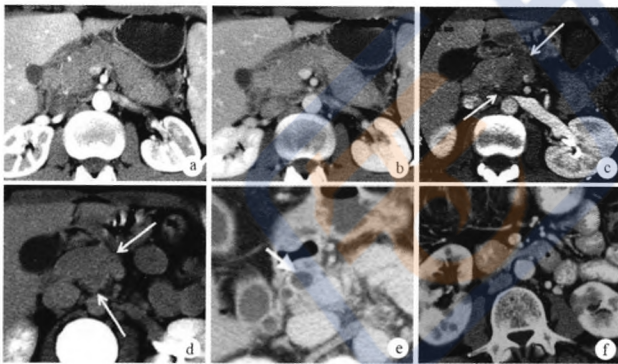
AIP 在 CT 征象 a,b:胰腺弥漫性增大,呈腊肠样改变,增强早期仅轻度强化(a),延迟期明显强化(b),胰周有低密度包膜样边缘;c,d:局灶性 AIP 表现为胰头低密度肿块,在增强早期仅轻度强化(c),延迟期明显强化(d);e:胆总管扩张,管壁明显增厚;f:两肾皮质多发楔形低强化病灶,为 AIP 合并肾小管间质性肾炎表现(Takahashi N, et al. Radiology, 2007; Sahani DV, et al. Radiology, 2009)
